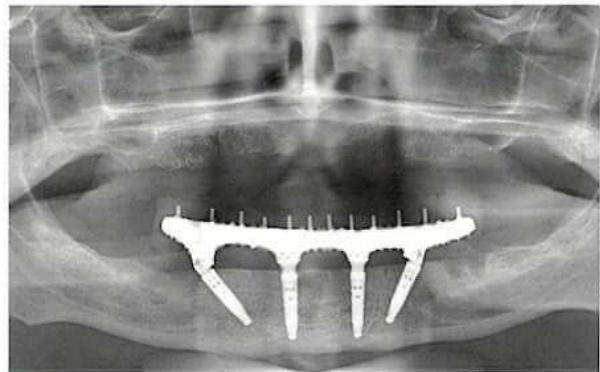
アバットメント上に装着したフレームのパノラマX線画像。
